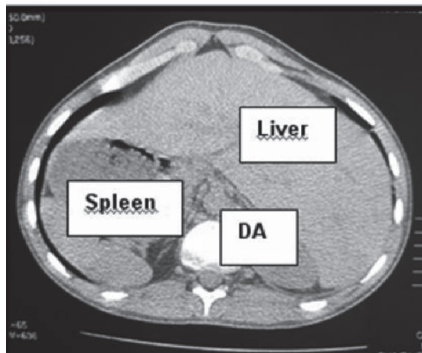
CT of upper abdomen showed reversal of the anatomy.The descending aorta(DA) is on the right.
